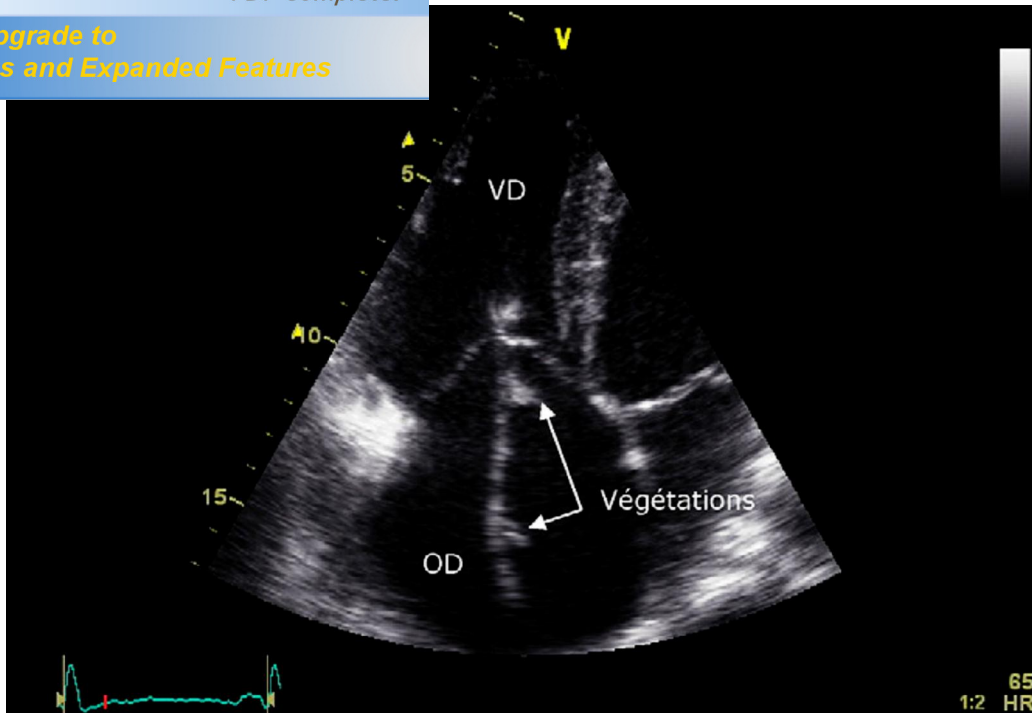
Aspect échographique par voie transthoracique d'une végétation sur sonde de DAI. [32']
